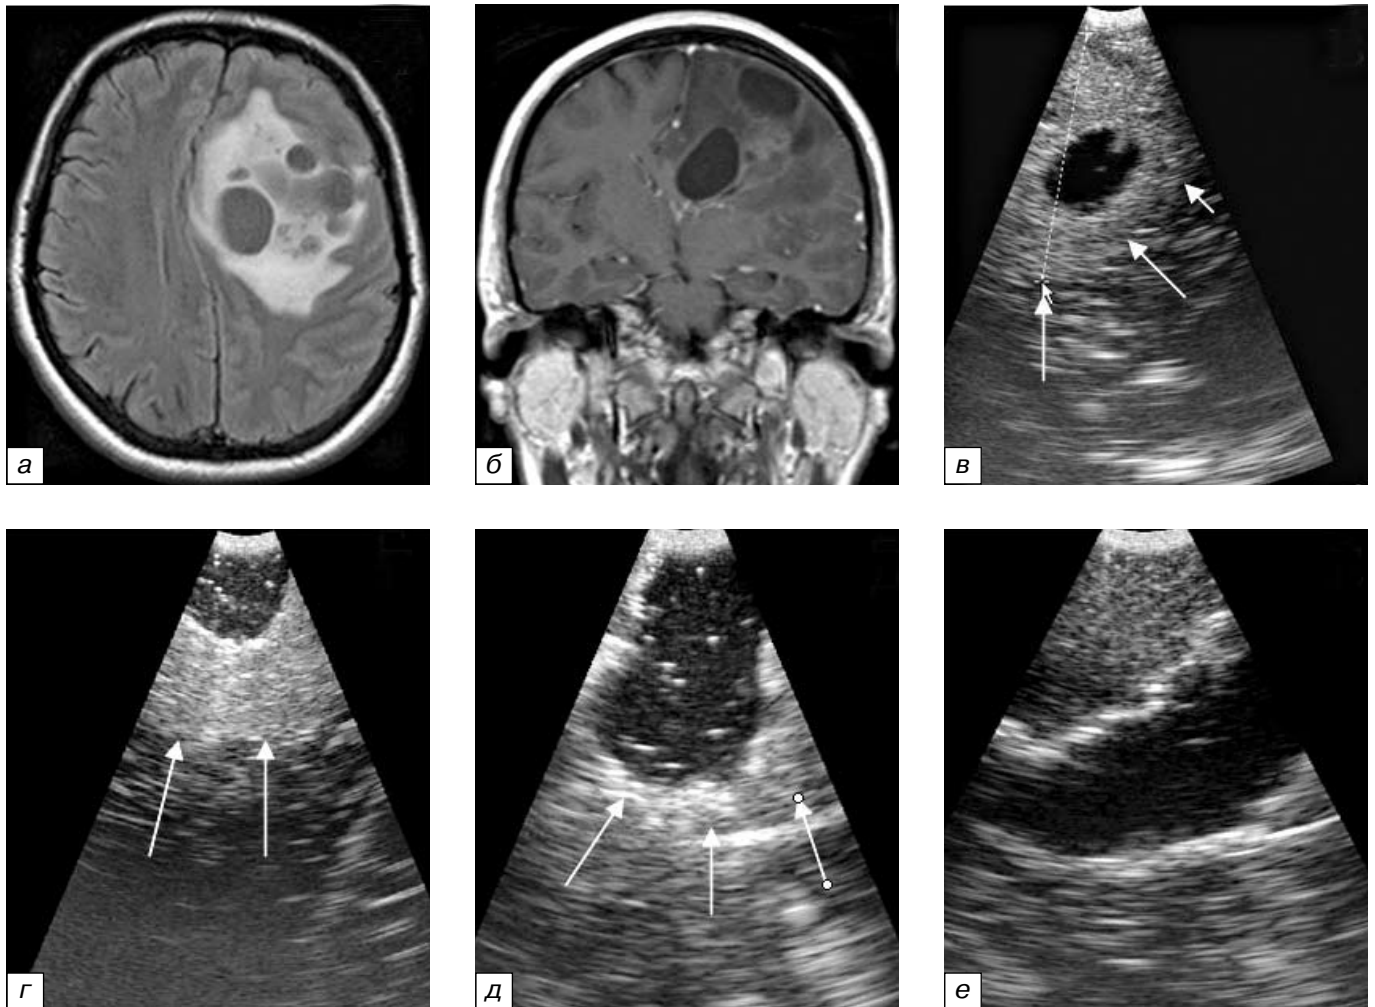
МРТ и данные ИС пациента с астроцитомой III степени злокачественности левых лобной и теменной долей: *a* — МРТ во FLAIR-режиме. Определяется крупное объемное образование с множеством кист различного размера и солидным компонентом, вокруг образования определяется зона отека; *б* — T1-взвешенное изображение МРТ головного мозга с контрастированием того же пациента, при которой определяется накопление контрастного вещества в солидной части опухоли; *в* — интраоперационная сонография (ИС) до вскрытия твердой мозговой оболочки. Визуализируется гиперэхогенное округлое образование (края его обозначены стрелками) с крупной гипоэхогенной кистой в центре. Край образования четкие ровные, оно хорошо отграничено от ткани мозга; *г* — ИС после вскрытия кисты опухоли (края опухоли обозначены стрелками); *д* — ИС после частичного удаления опухоли, остаточная ткань опухоли хорошо визуализируется (обозначена стрелками); *е* — ИС после тотального удаления опухоли, визуализируется гипоэхогенное ложе опухоли заполненное жидкостью, окруженное гиперэхогенным валиком («ring-effect», эффект кольца), выявляемым всегда при полном удалении опухоли. Гиперэхогенной ткани опухоли вокруг не выявляется
